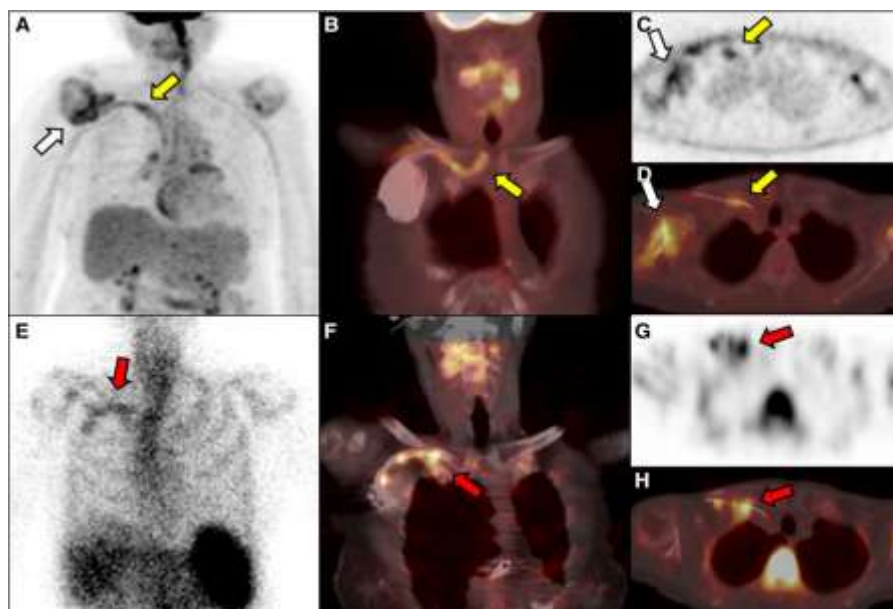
Concordance du PET SCAN au 18F-FDG et de la scintigraphie aux leucocytes marqués positives le long des sondes d'un CIED chez un patient de 87 ans porteur d'un pacemaker (123).
